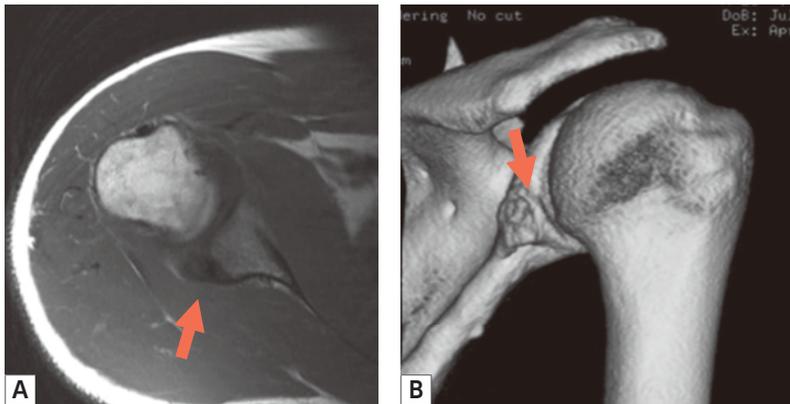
Bennett病変(矢印)のMRI像・3D-CT像
